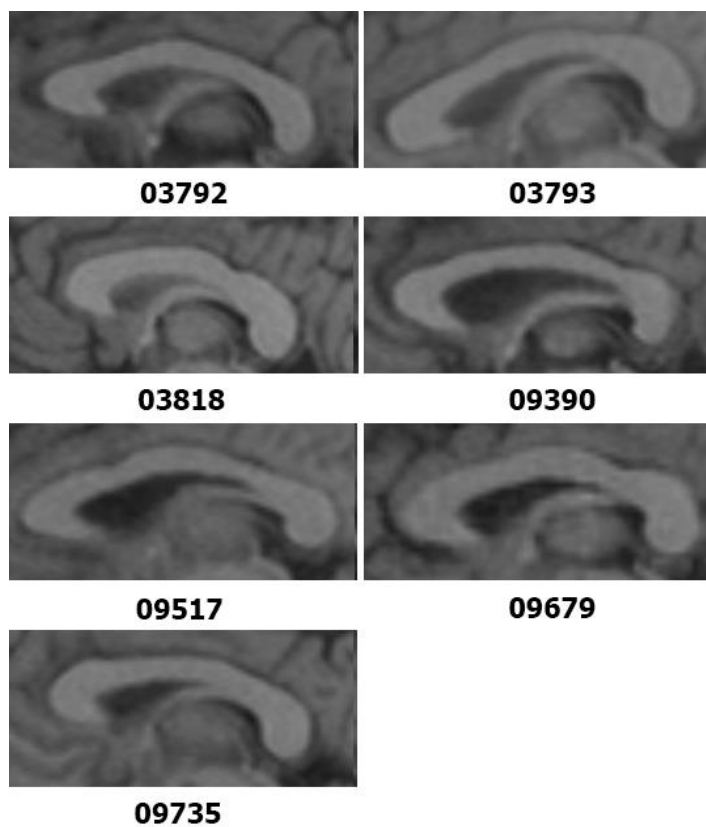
МРТ-зображення низькоопуклих форм мозолистого тіла жінок у віці від 36 до 55 років.
